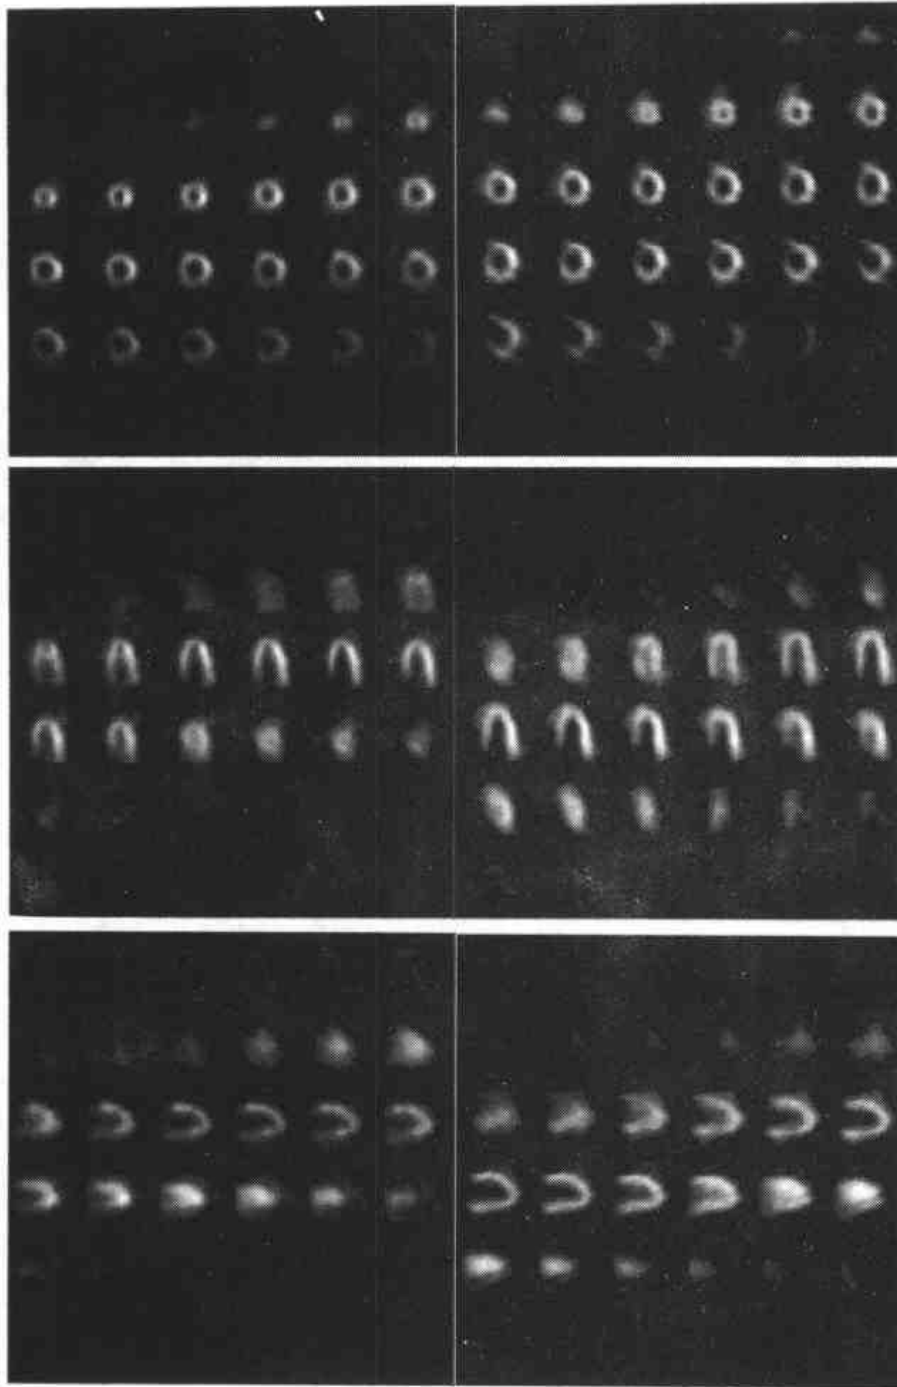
配准之前的 REST SPECT 心肌灌注图像和 PET 心肌代谢图像 (数据取自阜外医院核医学科, 病人 SPECT 检查号为 M-391537RE、PET 检查号为 G00281), 左侧为 SPECT, 右侧为 PET, 上中下分别为短轴、水平长轴和垂直长轴断层。
